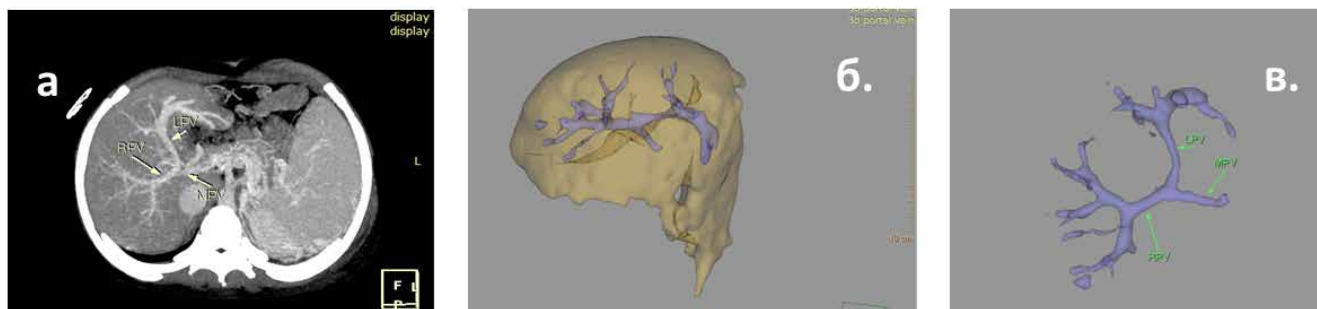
Комп'ютерна томографія з контрастним посиленням у пацієнтки А.; аксіальний зріз пізньої портальної фази, портальна вена та її гілки марковані на зображенні (а), 3D-реконструкція внутрішньопечінкової портальної системи щодо тканини печінки (б) та окремо (в). Ліва та права гілки ворітної вени визнані з'єднаними між собою, що підтверджено інтраопераційно
